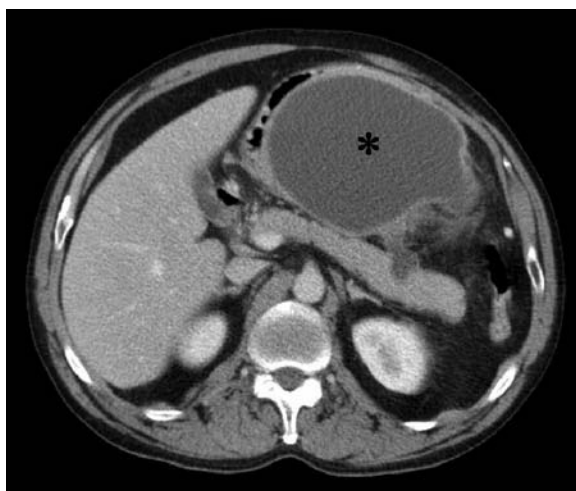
TC axial en abdomen superior. Imagen quística con pared bien definida, con contenido líquido, en el sector anterior del epigastrio (asterisco) y pequeña imagen líquida conectando con la cara anterior del páncreas en el cuerpo.
